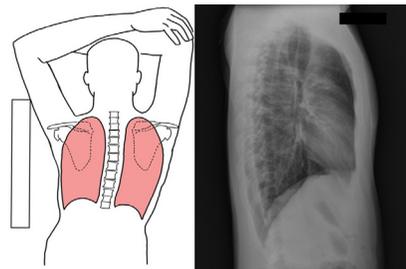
Poor Position SLLCX X-Ray Image(Poor Midsagittal Plane and Image Plate Alignment)
